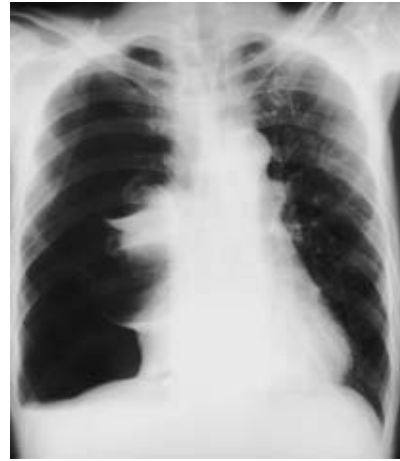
Chest radiograph on June 14 shows pneumothorax.
